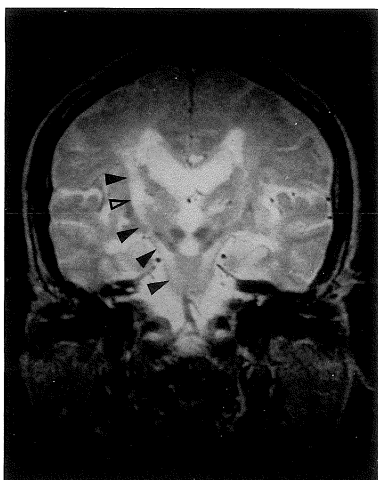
発症17週後の頭部MRI 冠状断像(1.5 T, long SE法; TR/TE=1600/100): 右内包後脚の高信号域(白抜き矢印)と右錐体路に沿った明瞭な高信号域(黒矢印)を認める。左 thalamocapsular region と左錐体路に中等度の高信号域を認める。また右内包後脚の高信号域より中枢側にも末梢側と同様の高信号域を認める(最上段の黒矢印)。
